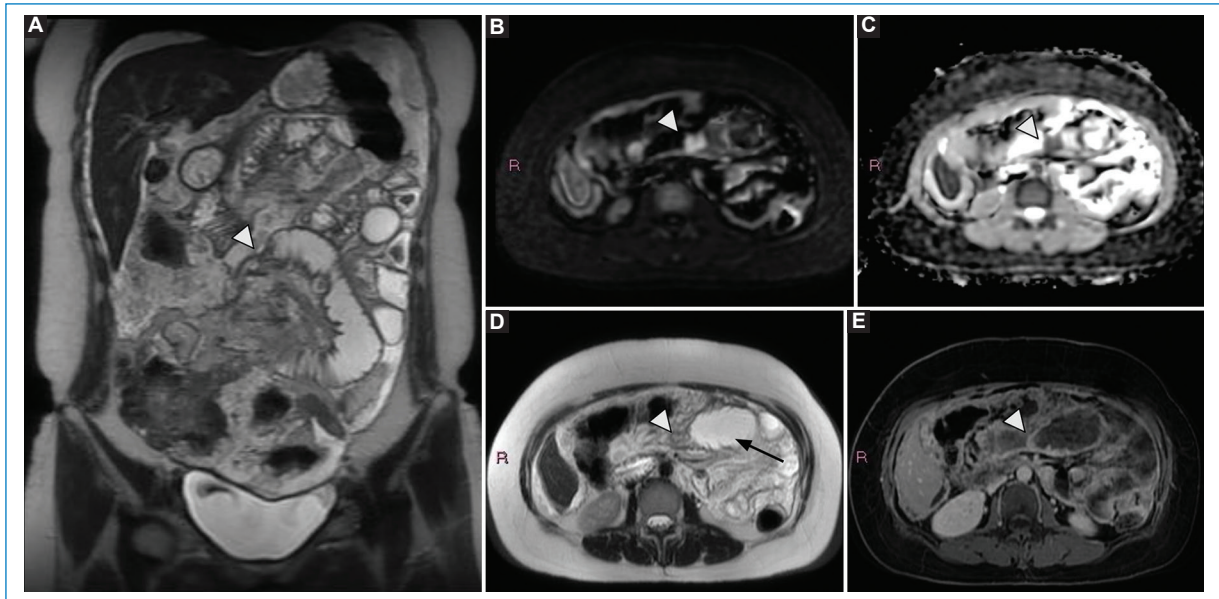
Mujer 43 de años con carcinoma mucinoso de ovario. Las imágenes de RM evidencian marcado compromiso peritoneal difuso con extensa afectación mesentérica y compromiso multisegmentario de asas de intestino delgado. En las imágenes ponderadas en T2 (A y D) se identifica un sitio de engrosamiento parietal (punta de flecha), con restricción en la secuencia de difusión (B y C) y realce poscontraste (E) a nivel de asa yeyunal, condicionando una reducción de calibre focal y una leve distensión del asa distal (flecha). Cabe destacar que la enfermedad mesentérica y el compromiso avanzado de las asas del intestino delgado constituyen la enfermedad U2.
